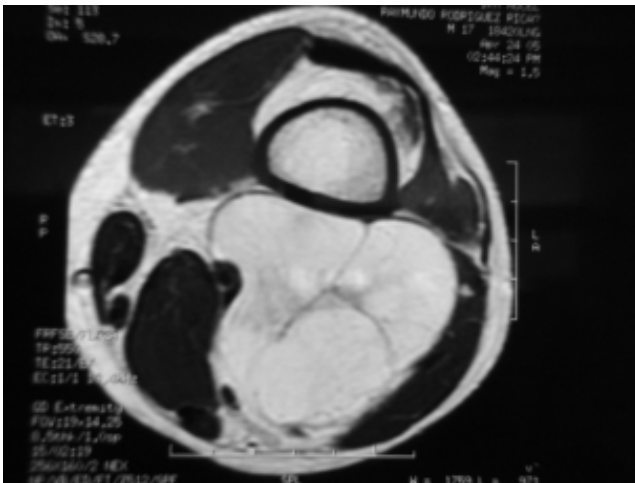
Muestra un corte axial de resonancia magnética del tumor en el compartimiento medial del muslo derecho.
